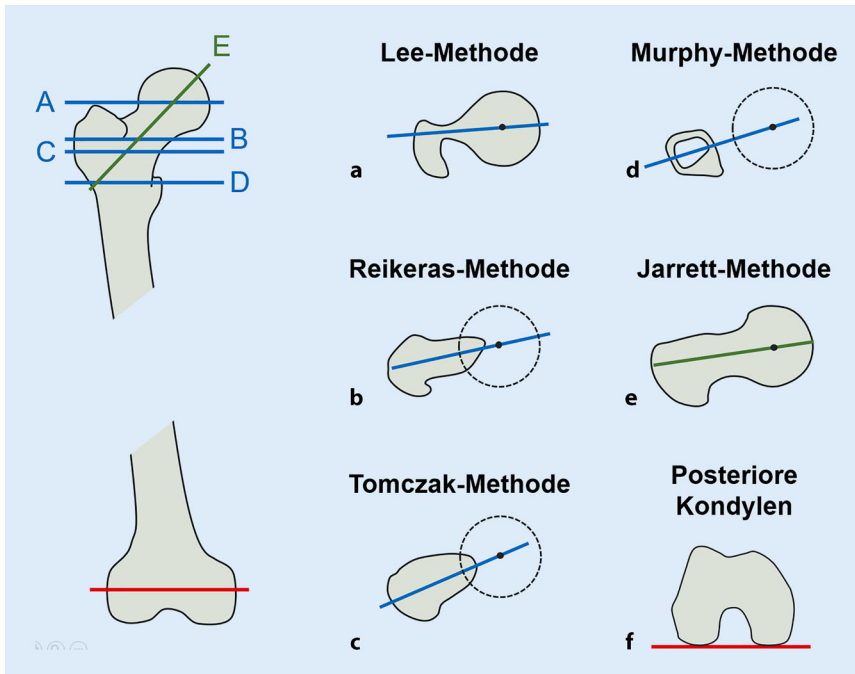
▲ Die dargestellten Definitionen zur Berechnung der femoralen Antetorsion mit verschiedenen Referenzlinien für die Schenkelhalsachse in der CT wurden in der Literatur beschrieben. Vier Methoden (a, b, c und d) verwenden axiale Schichten und die Jarrett-Methode (e) verwendet axial oblique Schichten. Alle Messmethoden verwenden die posterioren distalen Femurkondylen (f) als Referenz. (Mit freundl. Genehmigung aus [31])
